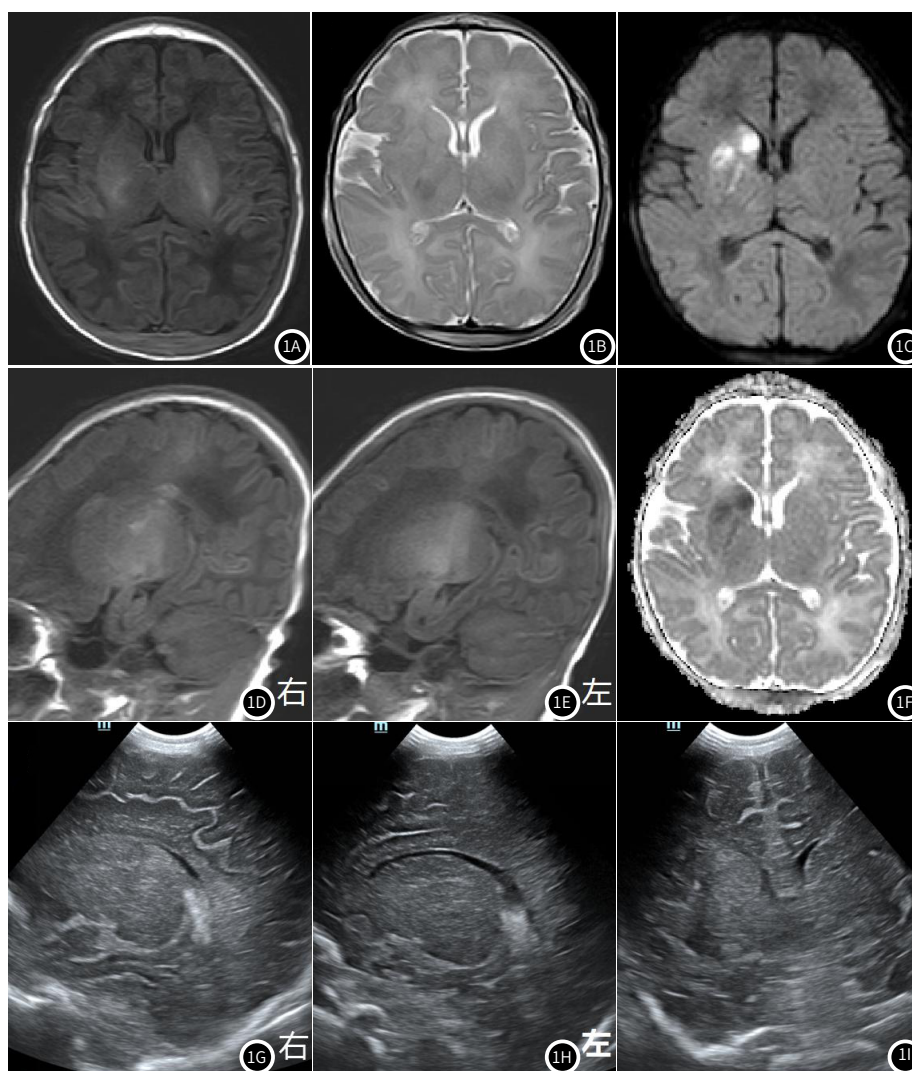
图1I 右侧基底节区梗死灶: 1A 轴位T₁WI呈等、略低信号; 1B 轴位T₁WI呈略高信号; 1C DWI呈高信号; 1F ADC图信号减低; 1D 矢状T₁WI右侧呈等、略低信号; 1E 矢状T₁WI左侧未见异常; 1G 超声旁矢状切面显示右侧基底节区回声增强; 1H 超声旁矢状切面显示左侧基底节区未见异常; 1I 超声冠状切面显示右侧基底节区回声增强。右侧基底节区局部肿胀, 右侧侧脑室前角受压。
